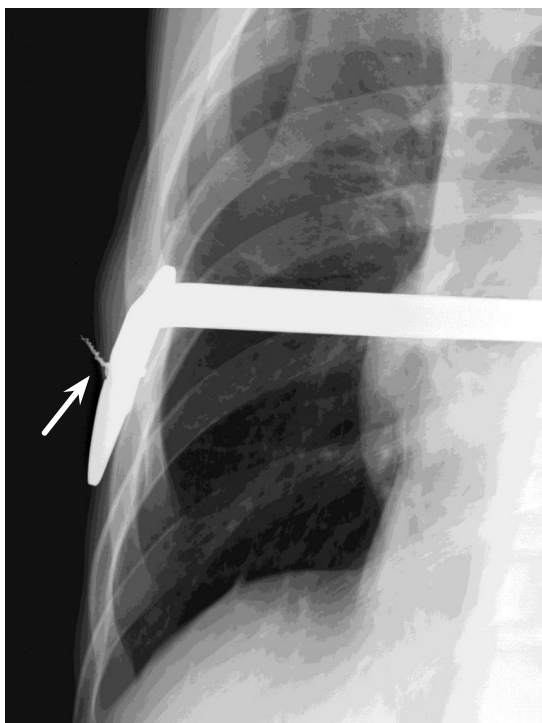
Trouble of the wire(X ray): X-ray showing outward bent wire (←)
